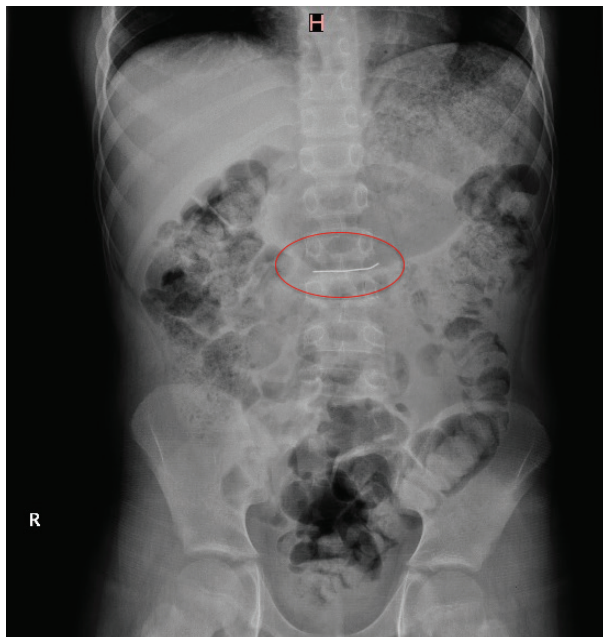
Radiografía frontal de tórax donde se observa el fragmento del QH
